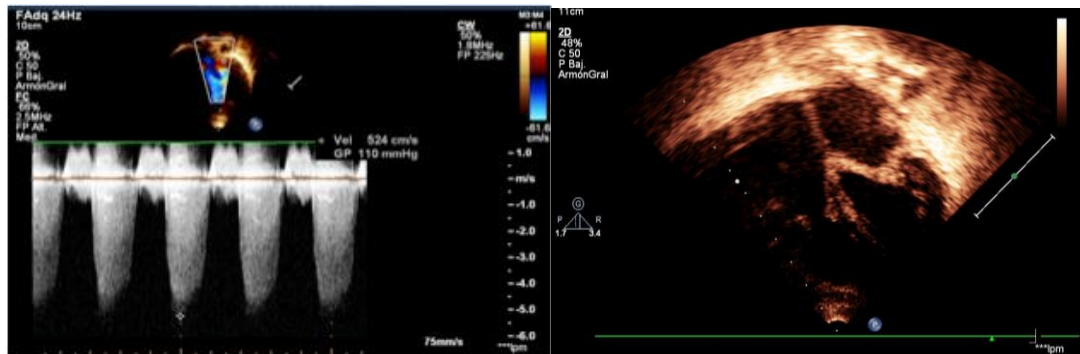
Ecocardiograma del paciente 1 (Derecha), corte transversal de 4 cámaras. Ecocardiograma del paciente 3 (Izquierda), determinación del pico de gradiente transvalvular mitral.
